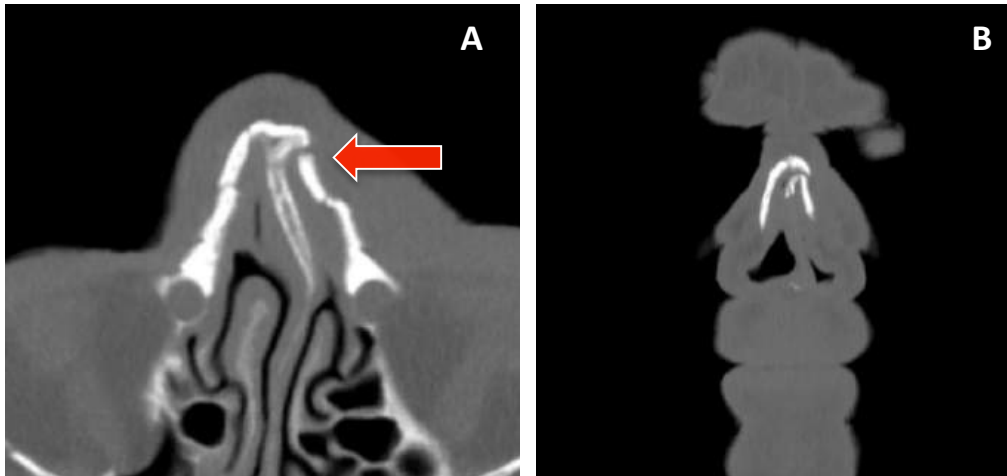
TC de cavidades paranasales. Se observa fractura de huesos propios nasales (flecha roja) en visión axia (A) y coronal (B)
